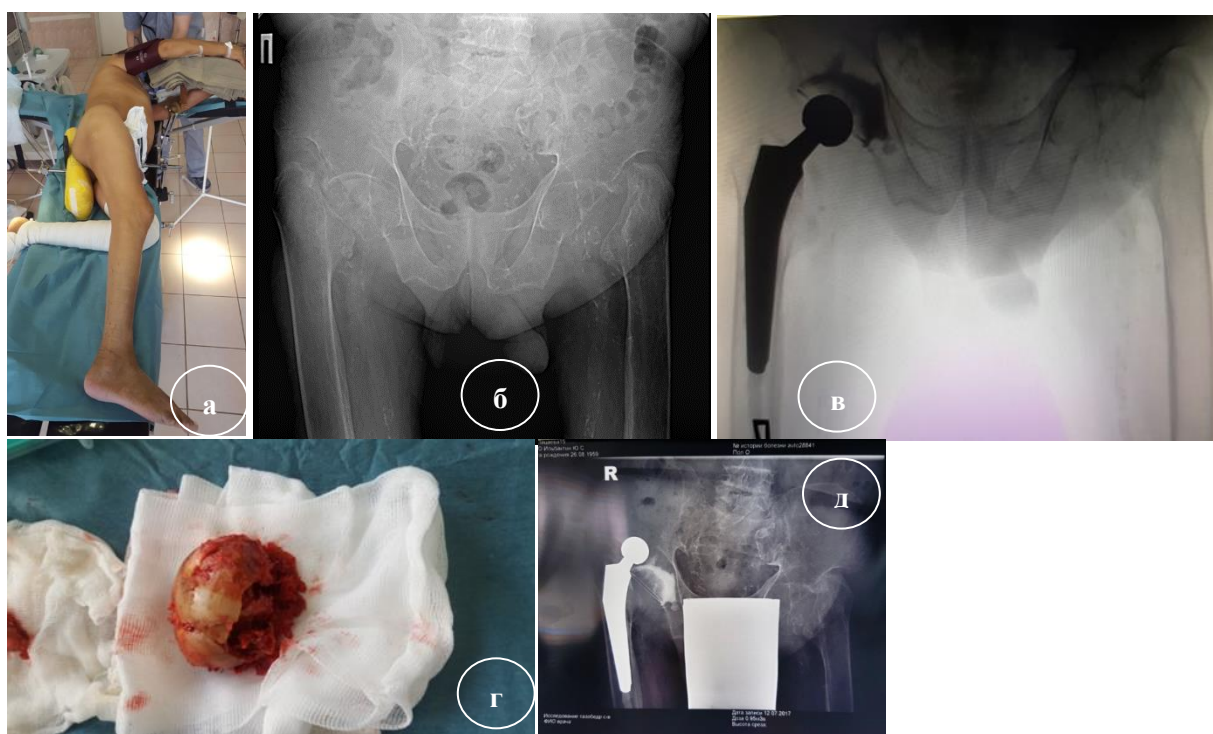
Первичные и послеоперационные рентгенограммы пациента И. 53 лет, более 25 лет находящегося на хроническом гемодиализе: а – вид пациента (обращает на себя внимание темно-бурый окрас кожных покровов, характерный для диализного амилоидоза); б – первичный обзорный снимок таза с тазобедренными суставами и ПОВ (тип С формы костномозгового канала обеих бедренных костей); в – послеоперационный снимок таза (справа имплантирован цементный эндопротез Мюллера); г – интраоперационное фото удаленной головки бедренной кости (темно-бурый цвет хрящевой ткани обусловлен отложениями амилоидных фракций, выраженная остеодистрофия губчатой костной ткани); д – рентгенограмма таза через 6 недель после операции с задним вывихом головки эндопротеза
